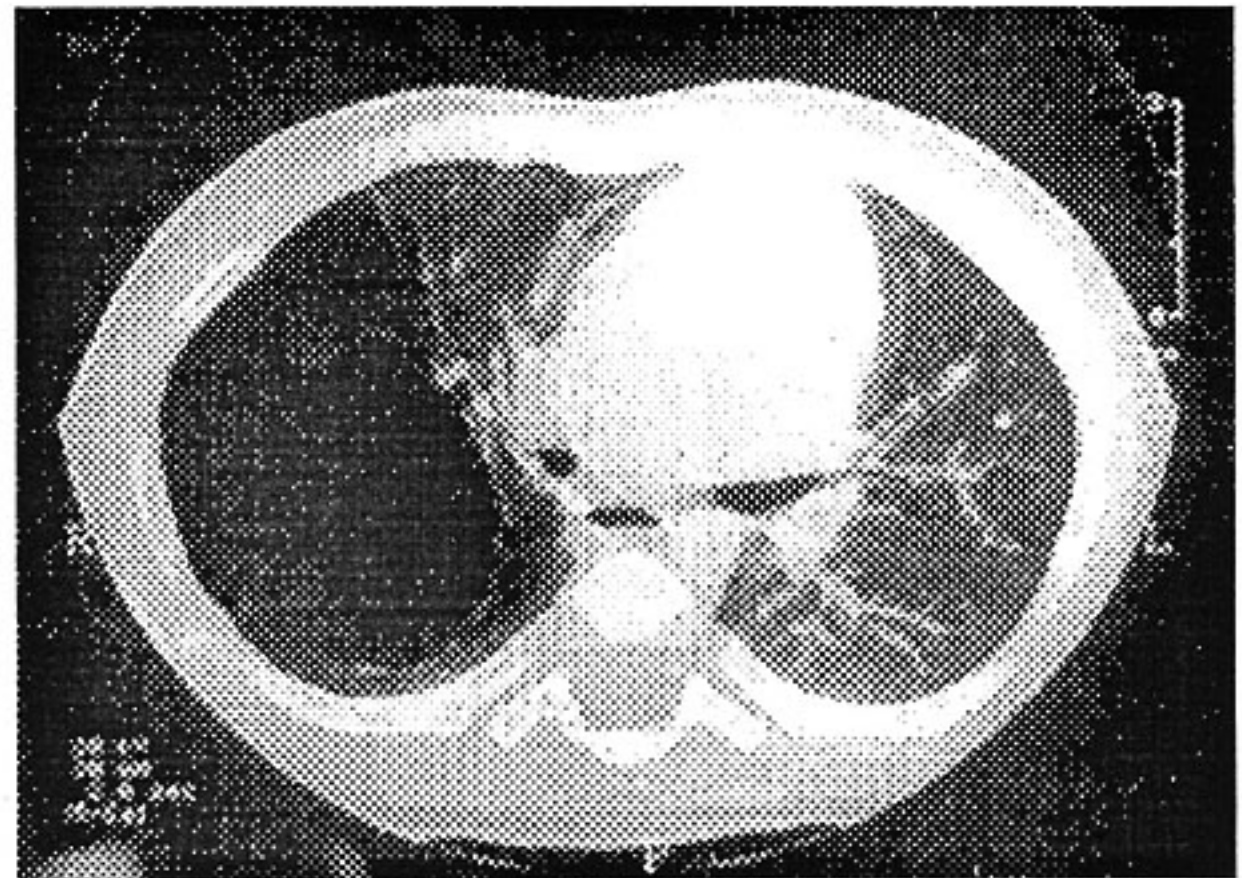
Tomografia computadorizada mostrando área cística periférica no pulmão.
